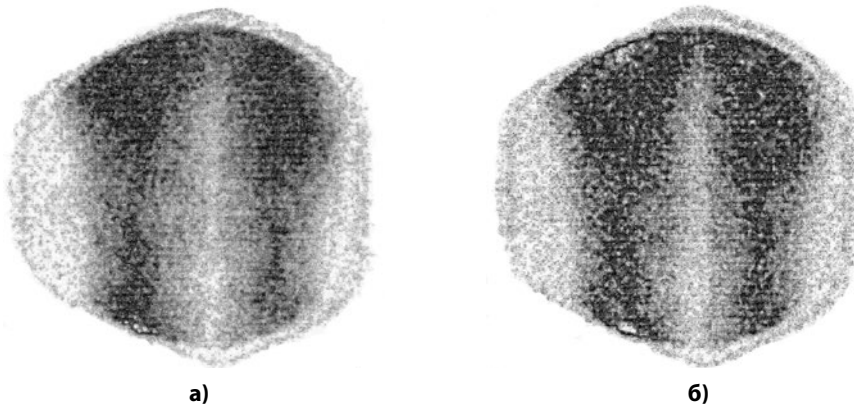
Флебосцинтиграмма: резкое замедление оттока РФП по берцовым венам при их тромботической окклюзии (а) и визуализация суральных вен (б)
